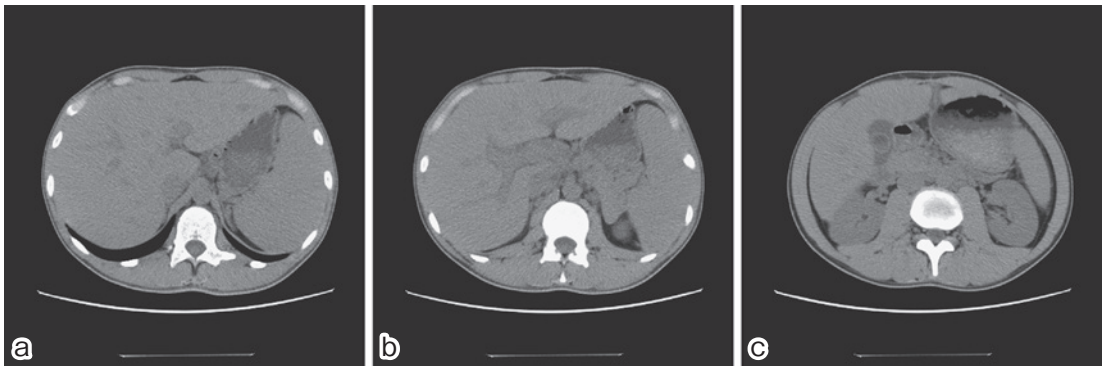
初診時単純 CT：(a) 肝腫大と脾腫を認める。(b) 肝内門脈周囲に低濃度域 (periportal collar sign) を認める。(c) 胆嚢内に 22mm 大の結石を認める。
